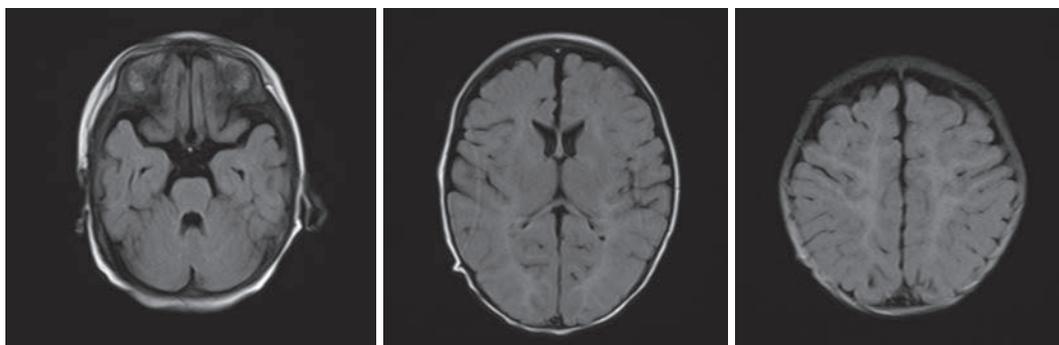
2019-06-02 头颅 MRI 平扫: 未见明显异常
